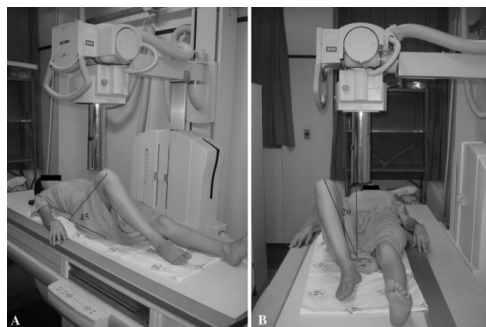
patient positioning for the radiographic imaging Dunn 45 °.
